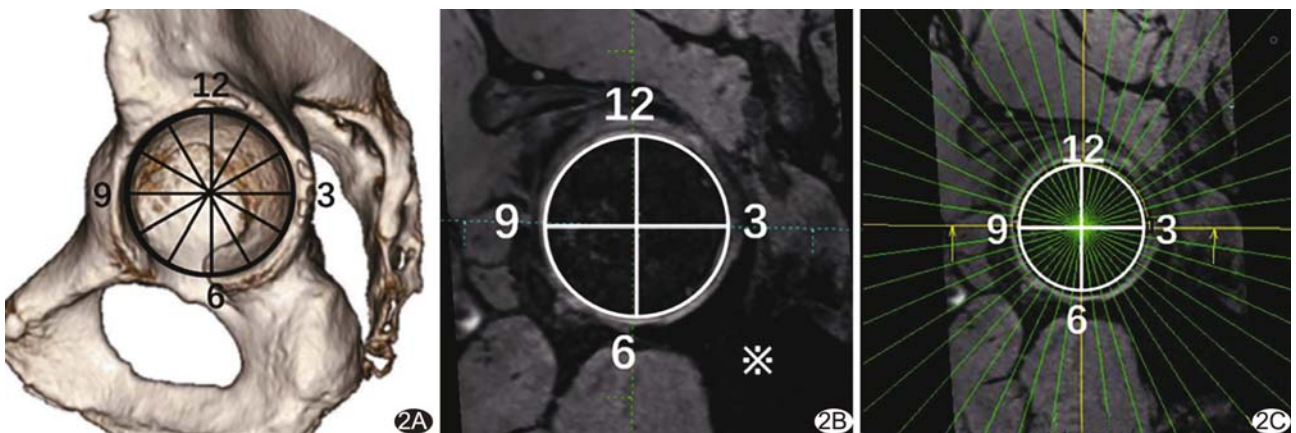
采用钟表法分区评估髌臼唇结构 A. CT 三维分区图; B. MRI 显示髌臼唇结构分区,前侧髌臼唇位于 9 点钟方向,后侧髌臼唇位于 3 点钟方向,\*为坐骨; C. 放射状重建髌臼唇 MRI 定位图
